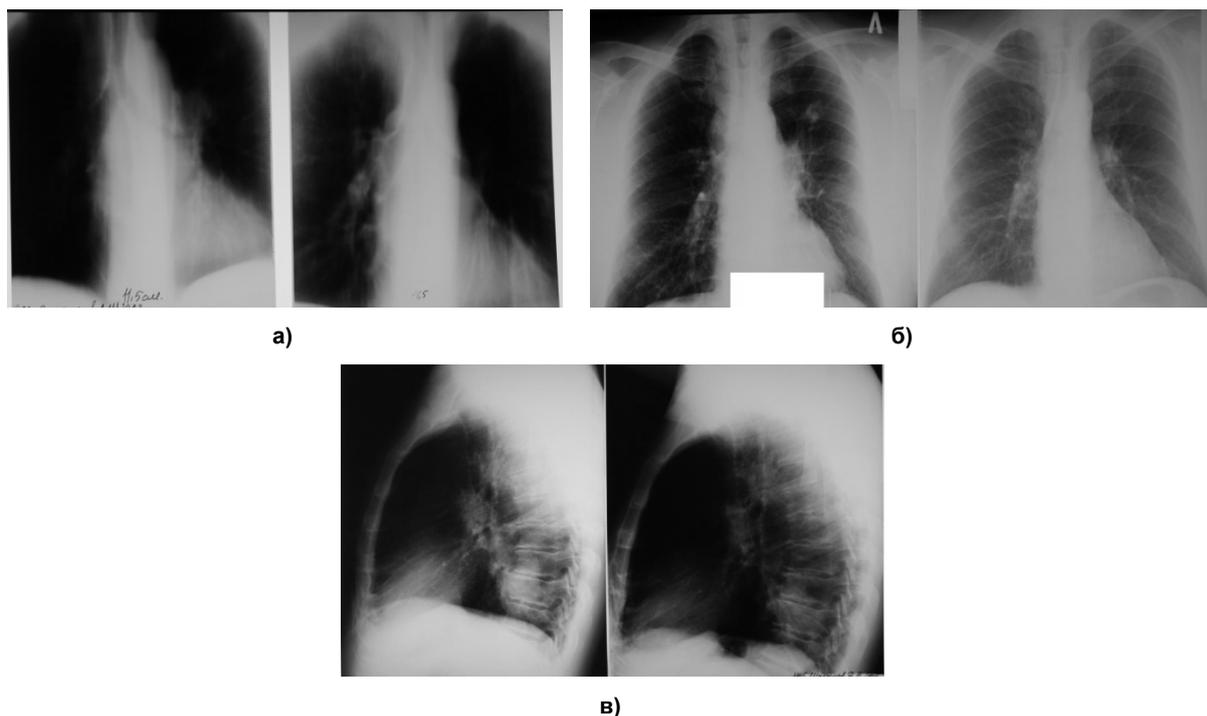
Рентгенограммы органов грудной клетки до и после ФДТ: а – срединная томограмма до ФДТ и через 4 недели; б – обзорный снимок до и после ФДТ; в – боковой снимок до и после ФДТ
